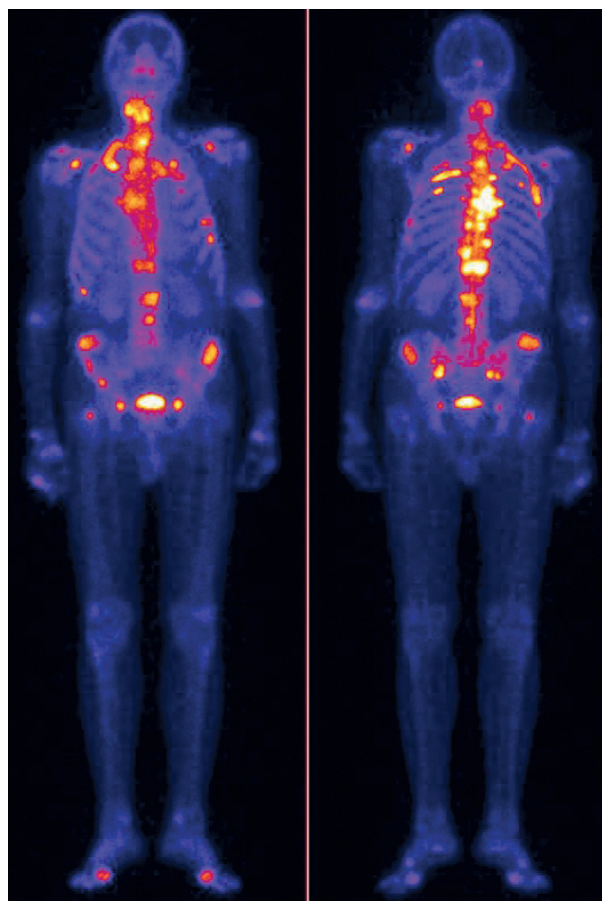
На остеосцинтиграмме определяются множественные очаги патологической гиперфиксации РФП (остеобластное метастатическое поражение костей скелета при раке предстательной железы).
